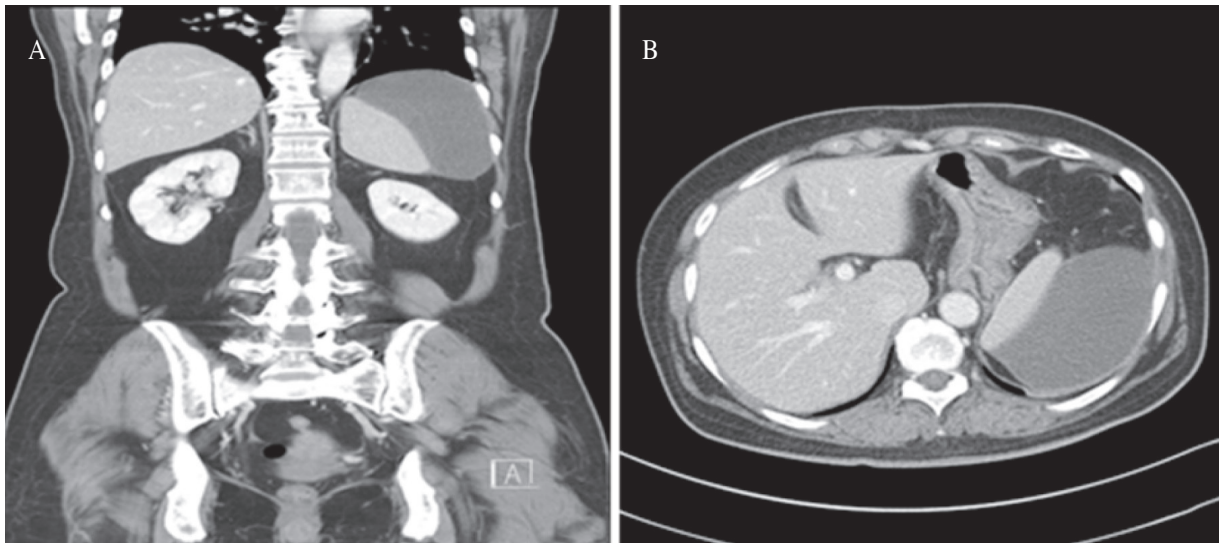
Follow-up whole abdominal CT. Comparing with prior CT findings in Fig. 1 the size of intracapsular fluid collection in the spleen was increased, but the whole fluid collection was attenuated and liquidized. (A) Coronal plane view. (B) Transverse plane view.
